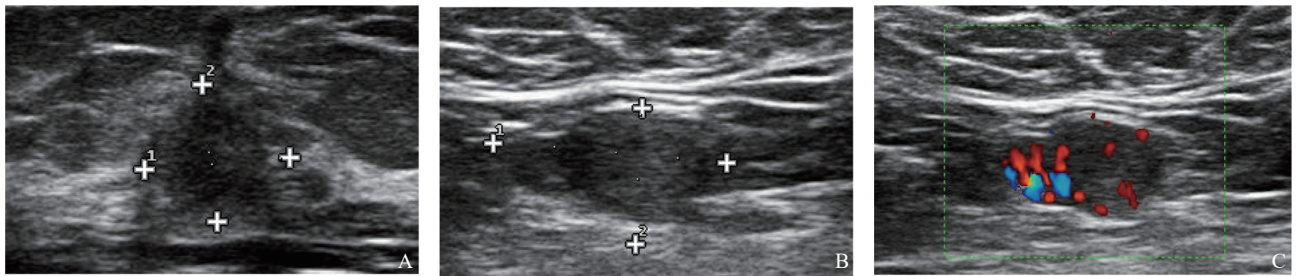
典型患者1（患者，女性，65岁，腋窝淋巴结阳性）肿块及淋巴结的超声图像
